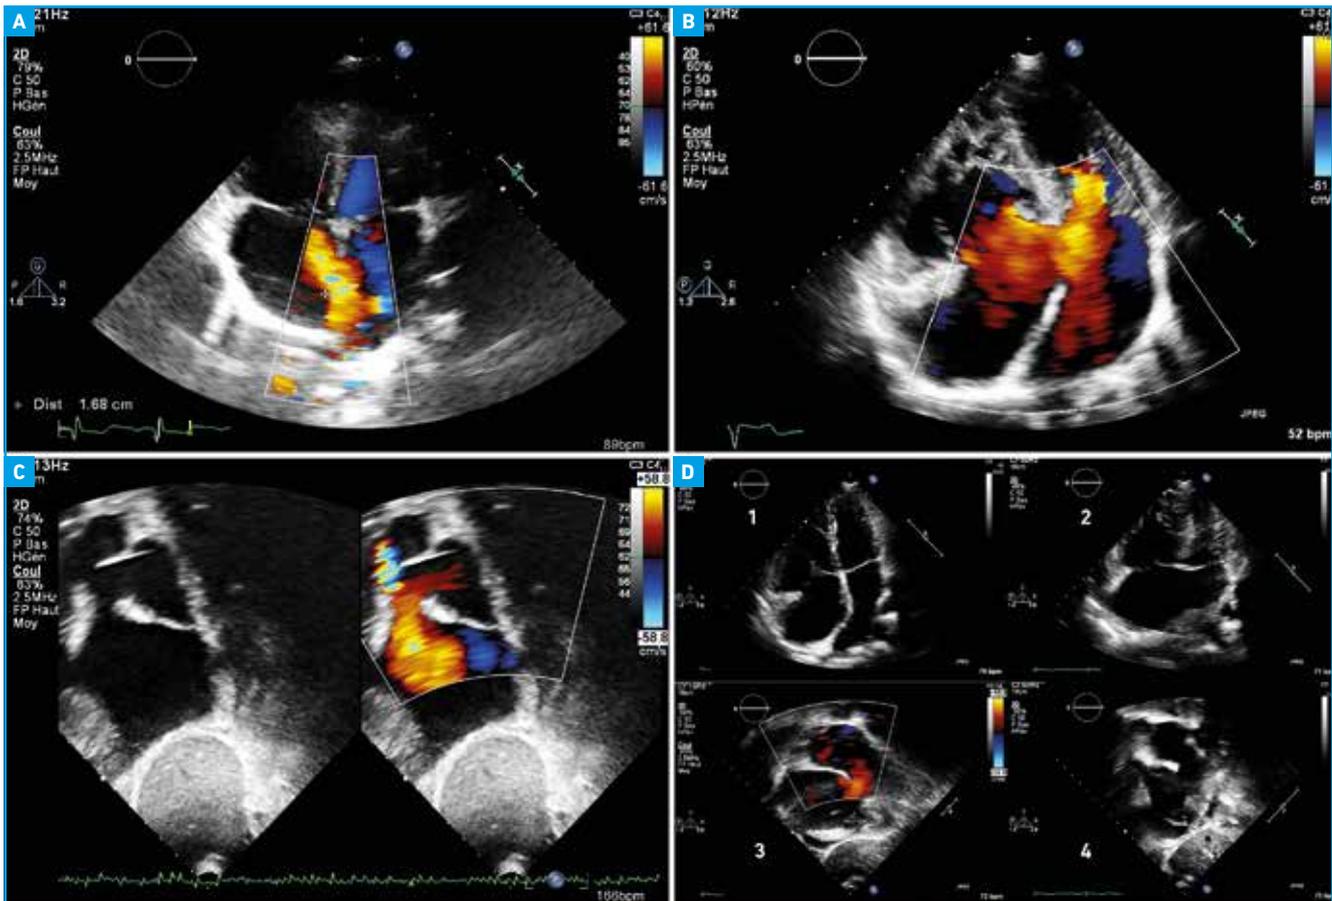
A : coupe apicale 4 cavités, Doppler couleur, CIA *ostium secundum* ; B : coupe apicale 4 cavités, Doppler couleur, CIA *ostium primum* ; C : coupe sous-costale long axe orientée vers la veine cave supérieure, échographie bidimensionnelle et Doppler couleur, CIA *sinus venosus* ; D : CIA du sinus coronaire ; 1 : coupe apicale 4 cavités ; 2 : coupe apicale orientée vers le sinus coronaire qui est très dilaté ; 3 : coupe sous-costale long axe orientée vers le sinus coronaire, doppler couleur ; 4 : coupe sous-costale long axe orientée vers le sinus coronaire, échographie bidimensionnelle.
